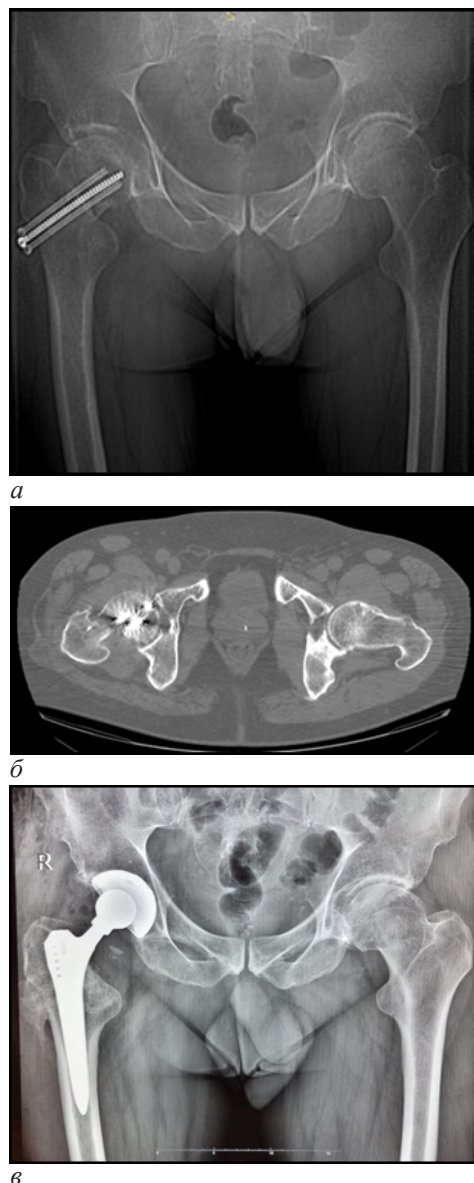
Данные лучевых методов диагностики при поступлении в клинику: а – первичный обзорный рентгеновский снимок таза; б – МСКТ тазобедренных суставов в аксиальной проекции; в – контрольная рентгенография после первичного тотального эндопротезирования правого ТБС
